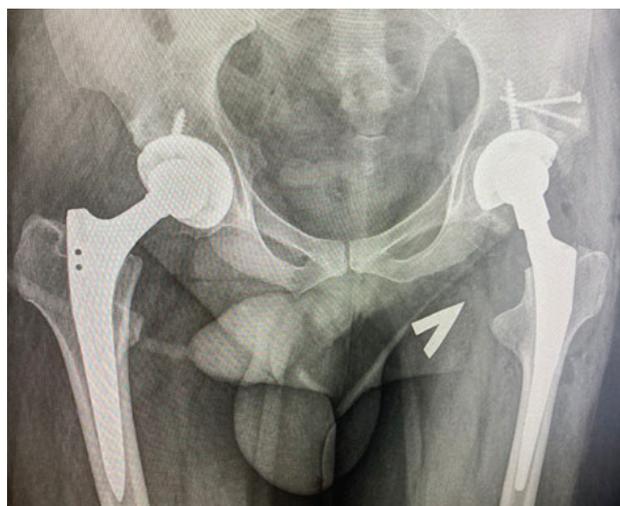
Рентген-контроль после операции
